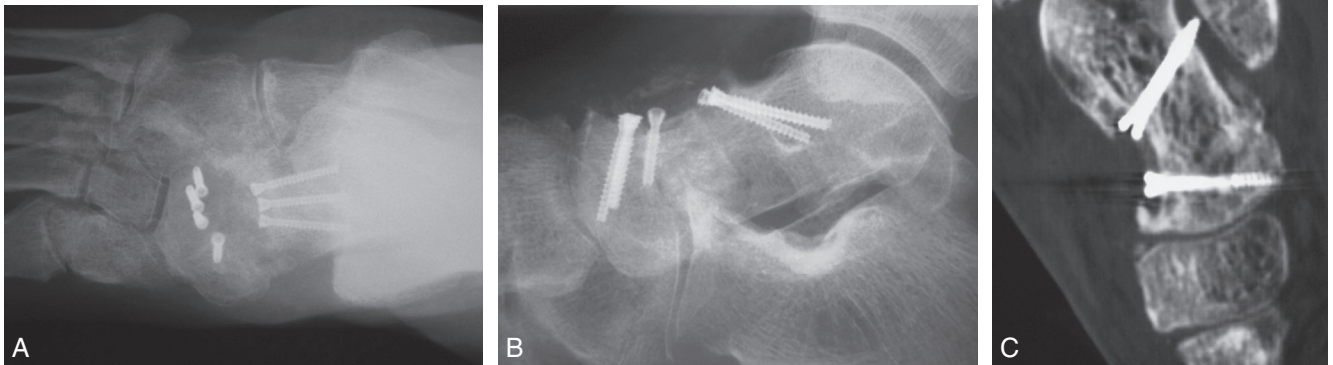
Vue radiographique.
